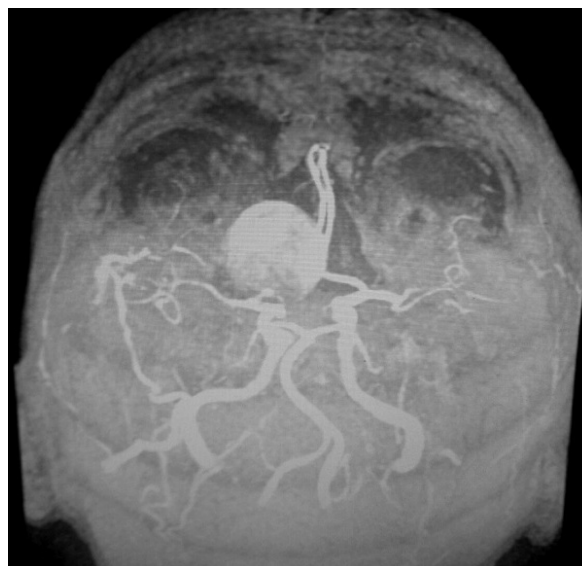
Koronarna magnetna rezonanca mozga pokazuje postojanje gigantske, dijelom trombozirane aneurizme unutrašnje karotidne arterije desno
